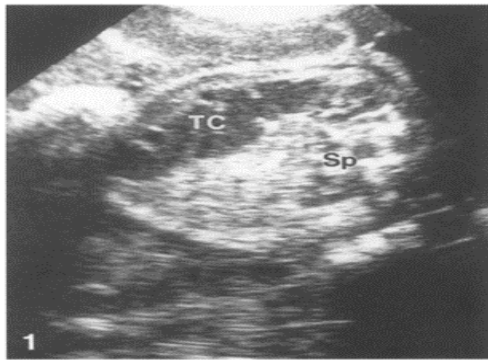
dilatation du colon transverse isolée (TC : transverse colon ; Sp : Spine) d'après le rapport de cas de Anderson et al, *Pediatr Radiol* (17)
